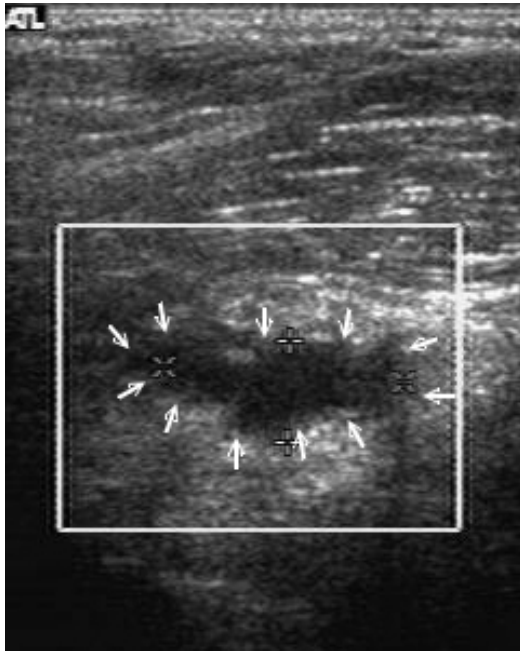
超音波橫切圖，“→”之間為腫瘤，腫瘤呈現低回音，不規則外觀及輕度後加強現象 (posterior enhancement)。腫瘤大小為 10.6mm*7.3mm*17.4mm
